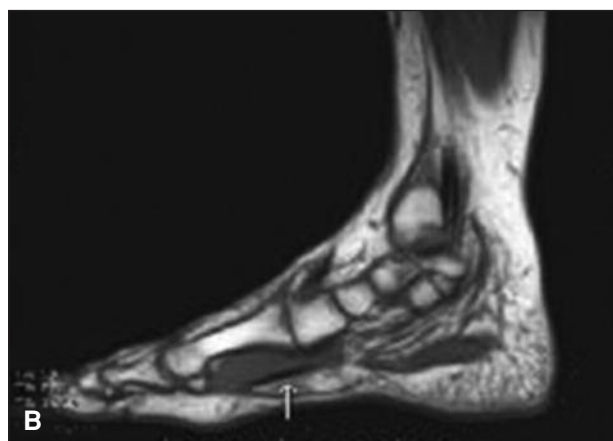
A y B. RM del flexor largo del hallux.
